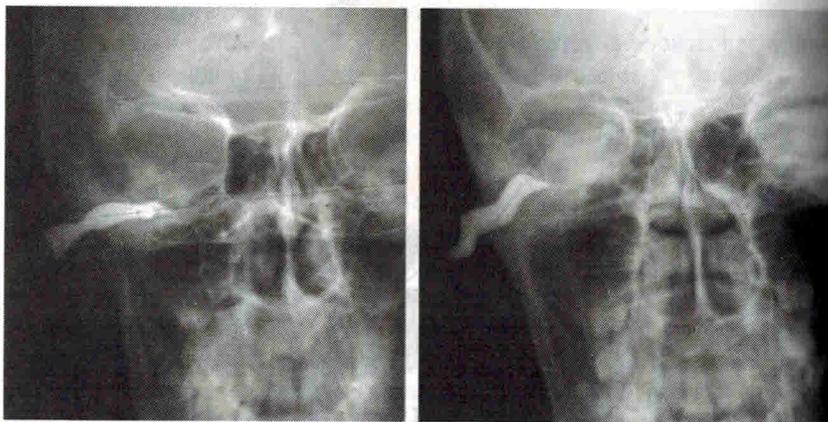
Варианты наклона слухового прохода к горизонтальной плоскости черепа на рентгенограмме. R-ear. Наружный слуховой проход, заполненный контрастом, может изменять свой наклон к горизонтальной плоскости черепа, от минус 5 градусов до плюс 55 градусов
